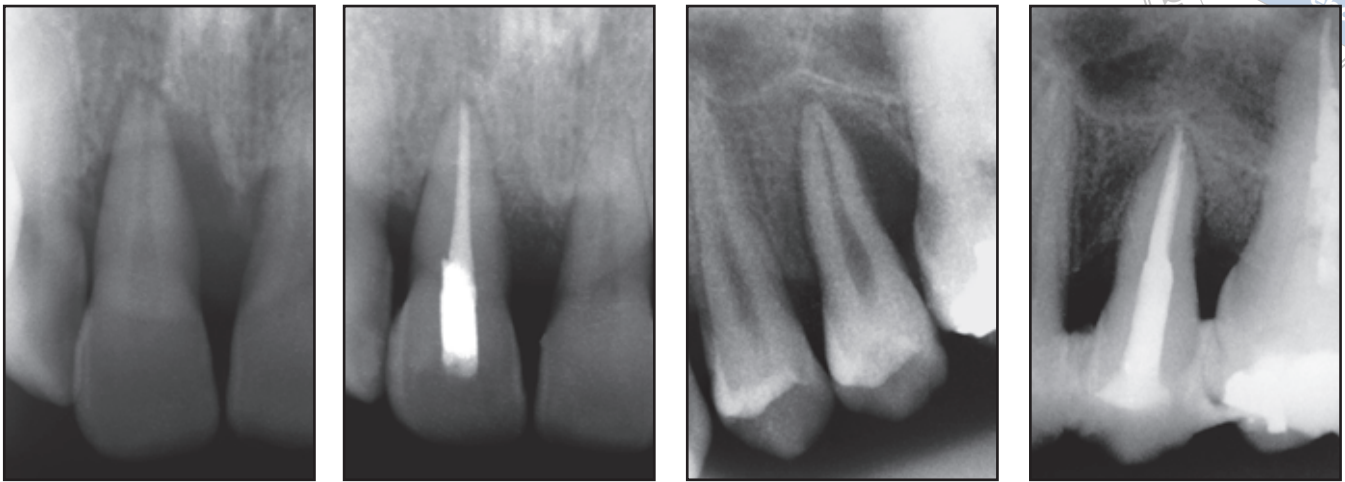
Röntgenbild eines oberen rechten zentralen Schneidezahns (links) vor der Reimplantation und (rechts) 12 Monate danach.
